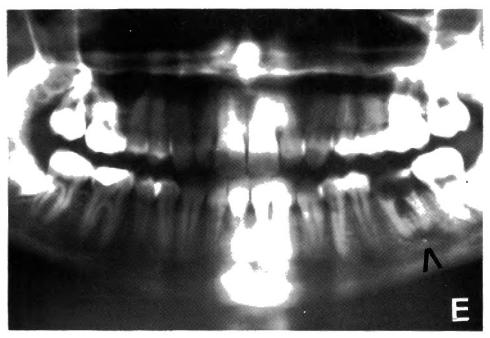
Ortopantomografía en la que se evidencia el origen odontógeno (pieza dentaria 36).
